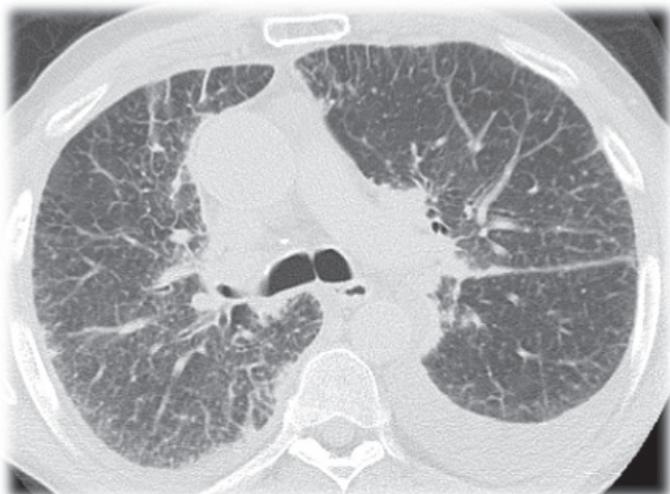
Компьютерная томограмма легких больного К.
